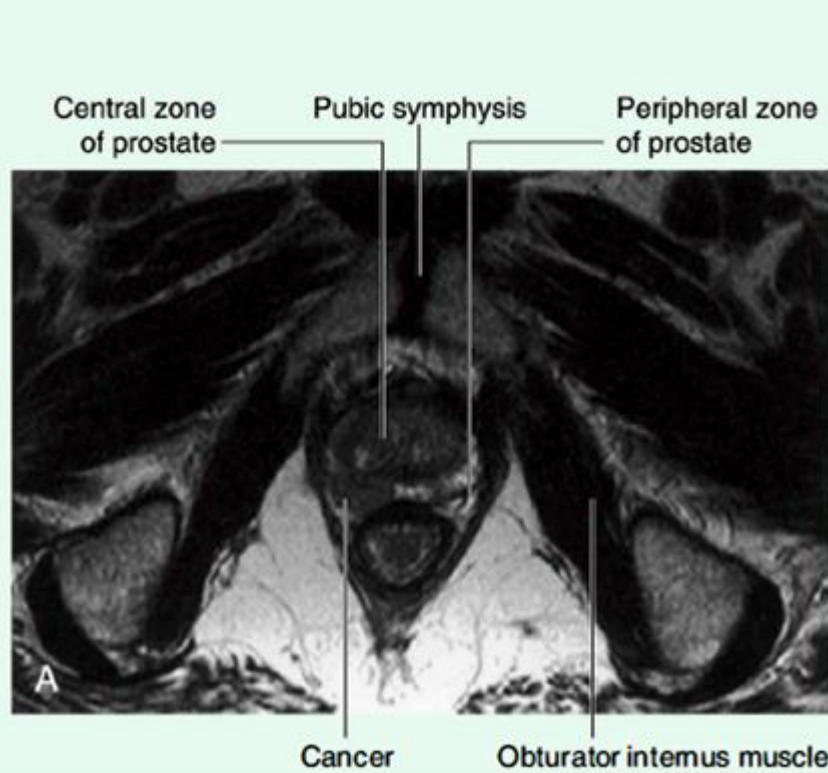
Axial T2-weighted magnetic resonance images of prostate problems. A. A small prostatic cancer in the peripheral zone of a normal-sized prostate. B. Benign prostatic hypertrophy.
